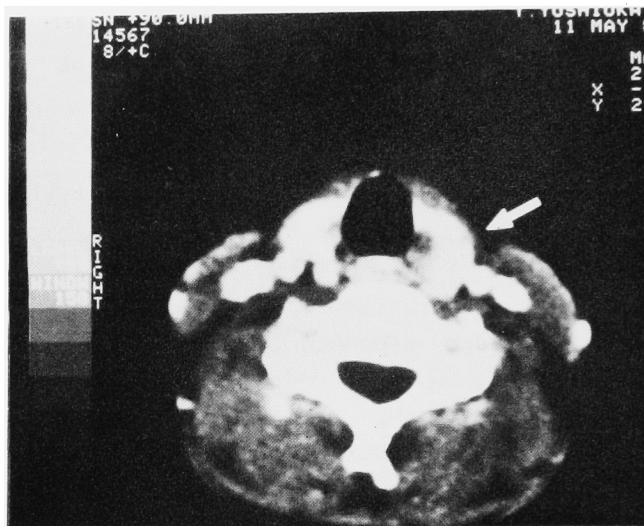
Case 1. CT-scan (SN 90) demonstrates appearance of low density area (arrow)
